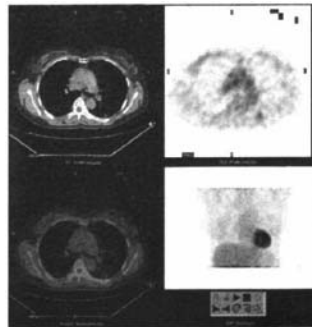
肺腺癌PET-CT融合图像 患者为女性,58岁,左下肺背段腺癌,PET示结节影呈轻度放射性浓聚影;CT示结节影内见小空泡征。
